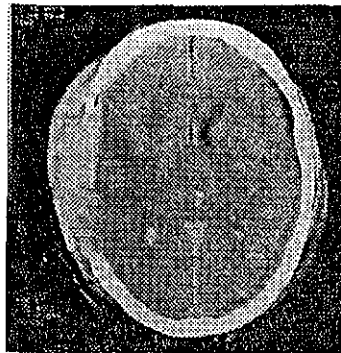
TAC de cráneo simple en la que se aprecia contusión hemorrágica con edema perilesional y hernia transcalvaria que condicionó retiro de hueso parietal derecho.
